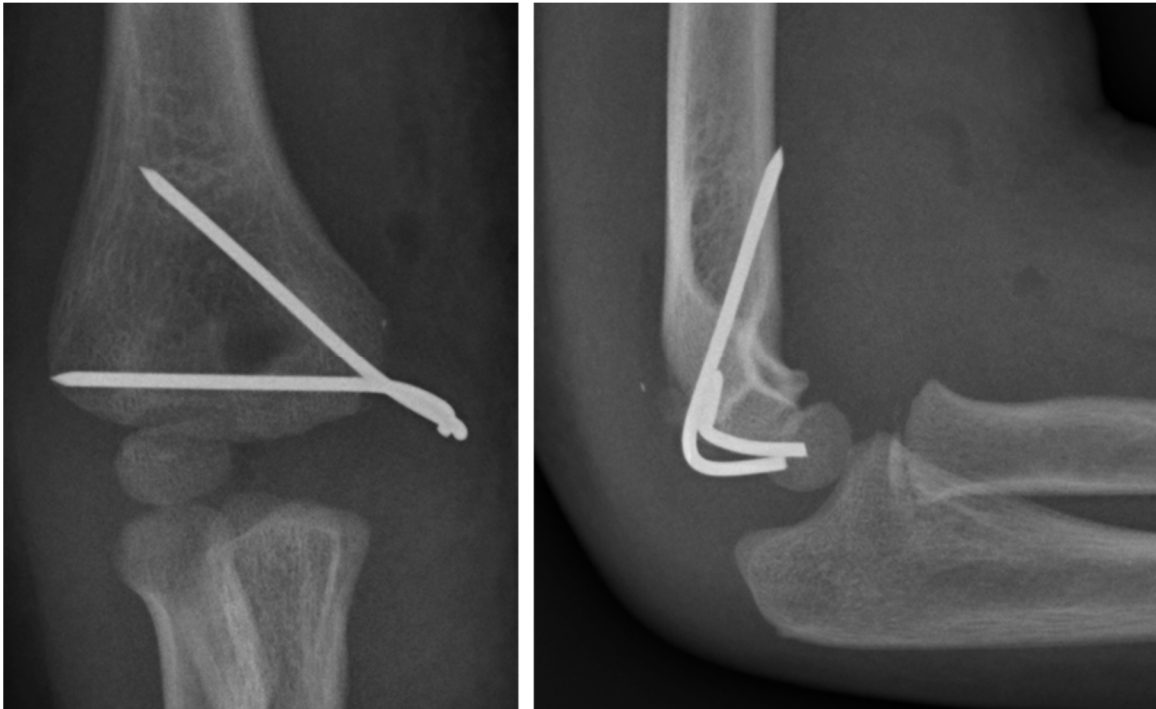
Röntgenkontrolle nach offener Reposition und Bohrdrahtosteosynthese
